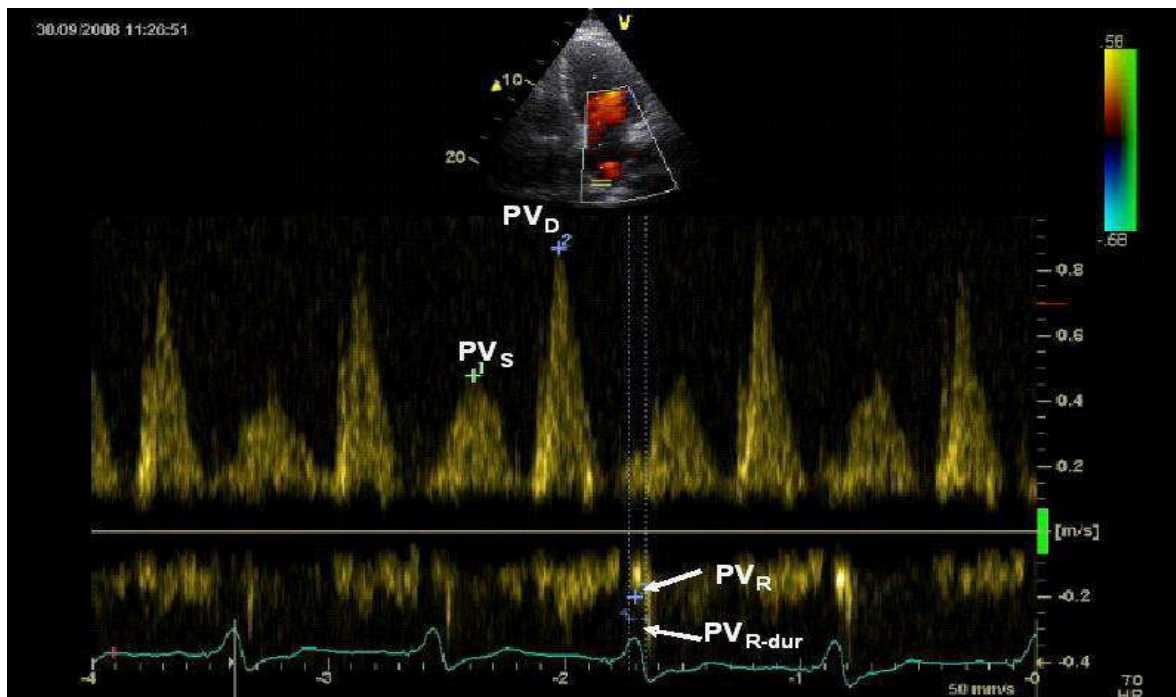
Gepulster Doppler des Pulmonalvenenflusses.
